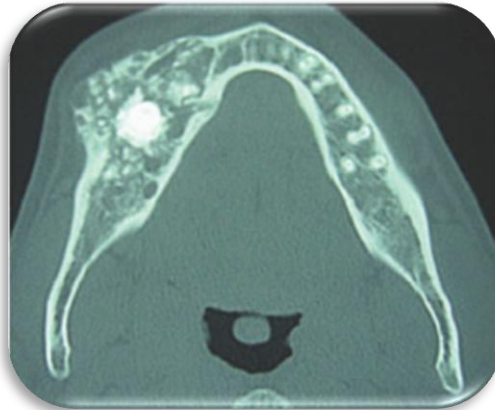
TC prequirúrgica de hemimandibulectomía.
